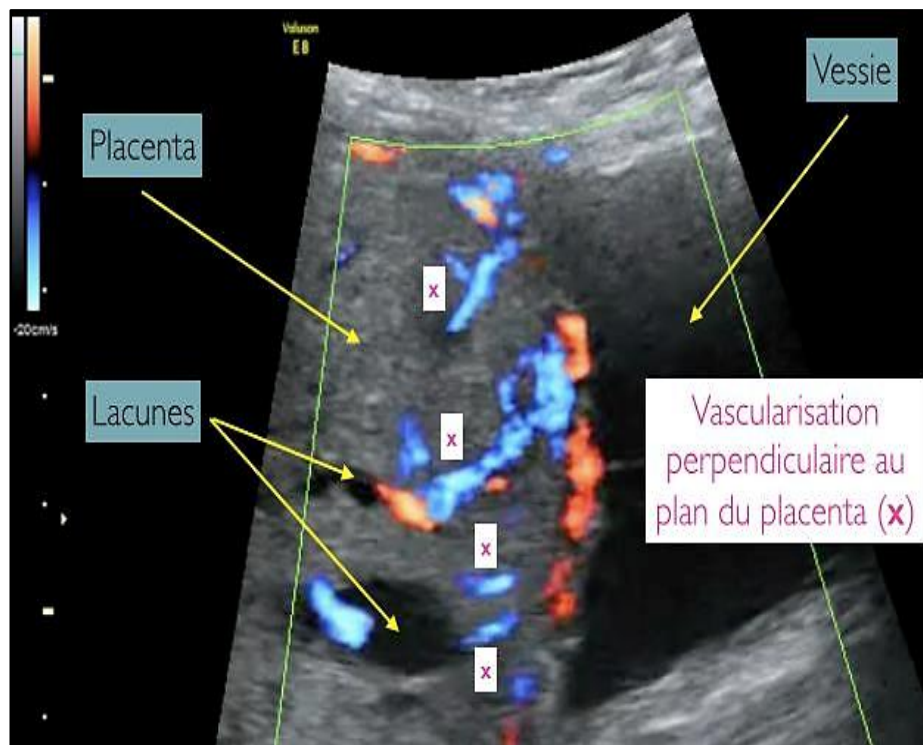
Echographie en mode 2D couplée au mode Doppler énergie, par voie abdominale focalisée sur le placenta en regard du segment inférieur de l'utérus. Coupe sagittale avec visualisation d'une vascularisation perpendiculaire au plan du placenta.[175]
